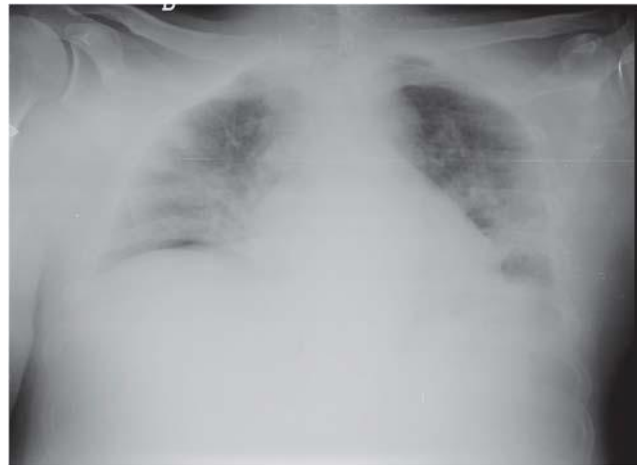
Radiografía de tórax, caso 2.
